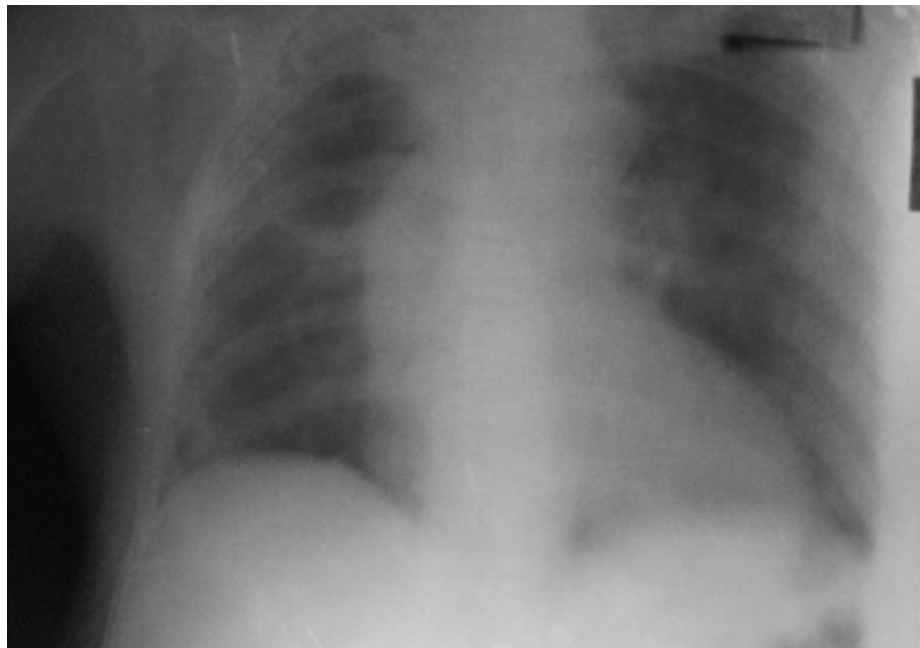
Обзорная рентгенография грудной клетки прямой проекции
